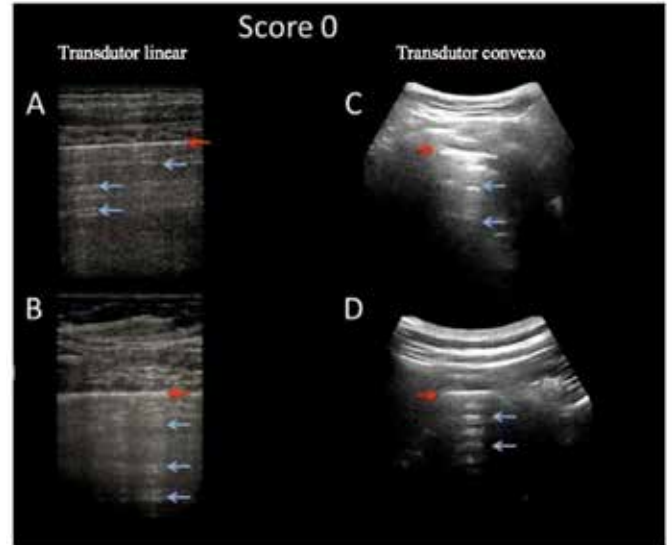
Imágenes de ultrasonido pulmonar obtenidas con una sonda lineal (A-B) y convexa (C-D). La línea de la pleura (indicada por las flechas rojas) es continua. Debajo, pueden verse artefactos horizontales o líneas A (indicadas por flechas azules). Este estándar se clasifica como Score 0¹.
